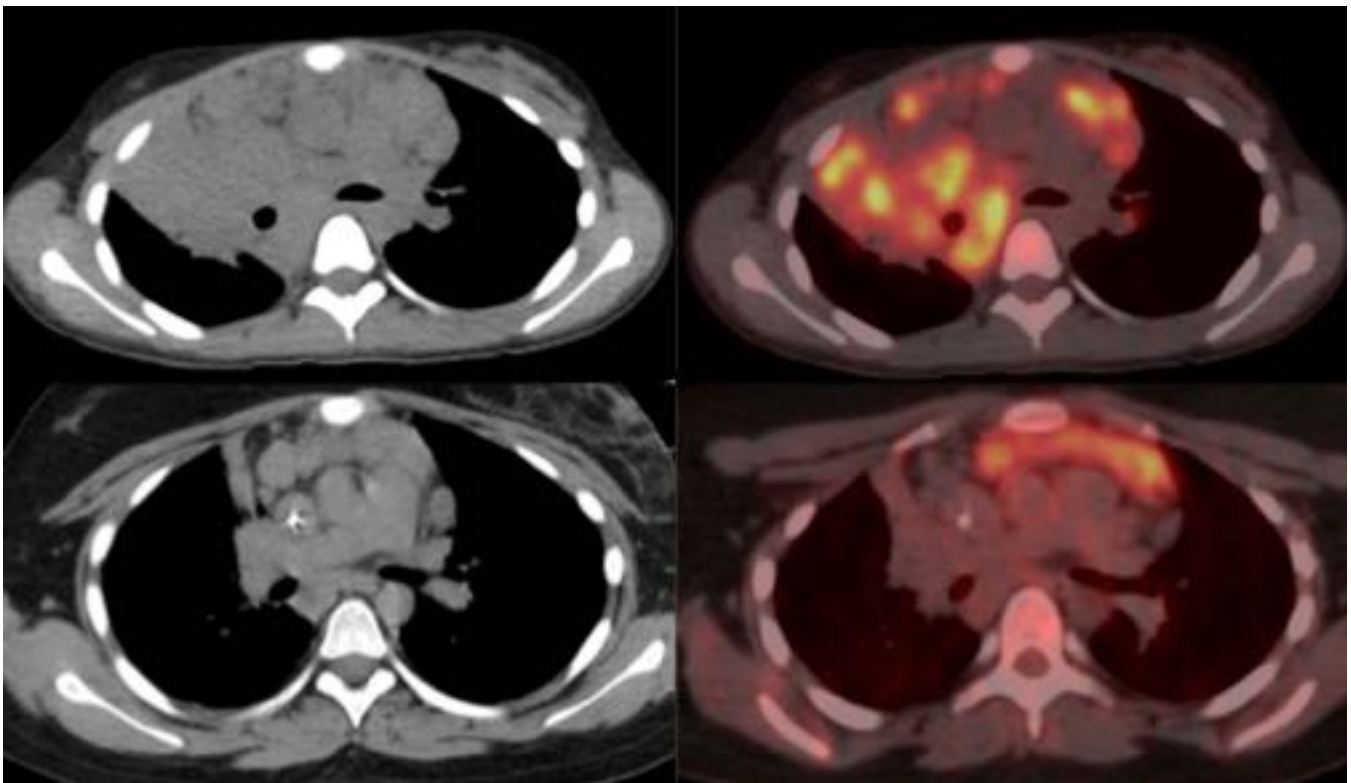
PET-TC antes y después del tratamiento con quimioterapia de paciente con linfoma que muestra conglomerados adenopáticos. Obsérvese después del tratamiento la desaparición de los conglomerados y un aumento del tamaño y metabolismo del timo secundario a una hiperplasia por rebote.
